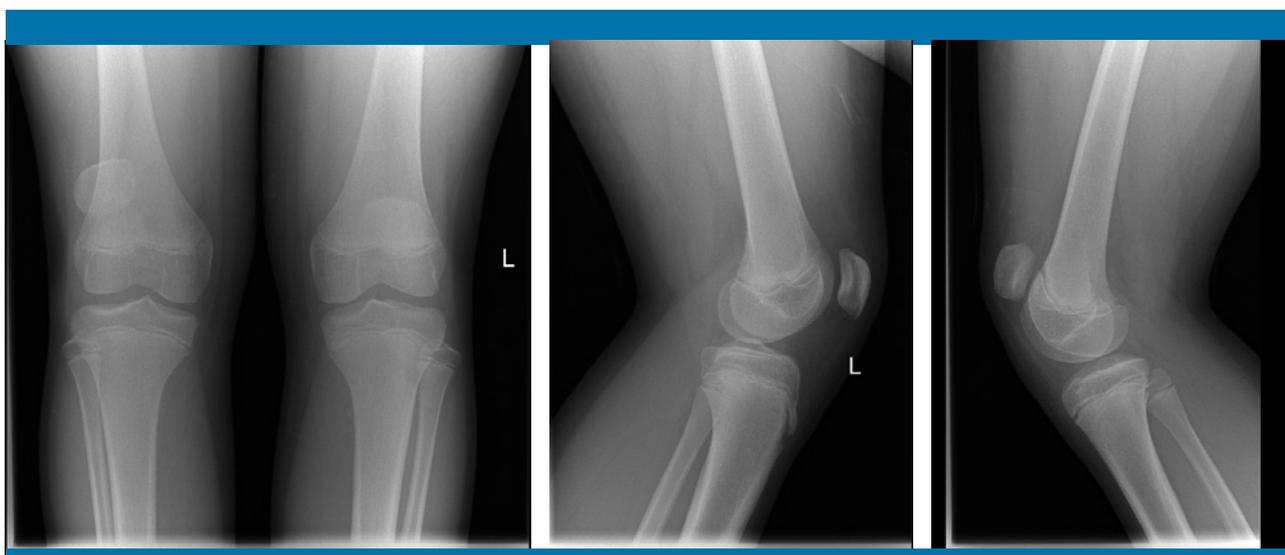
Radiografías anteroposterior y lateral de las rodillas: se aprecia una importante asimetría en la posición de la patela derecha, alta, lateralizada y algo más pequeña que la izquierda. El resto de estructuras de la rodilla son normales
